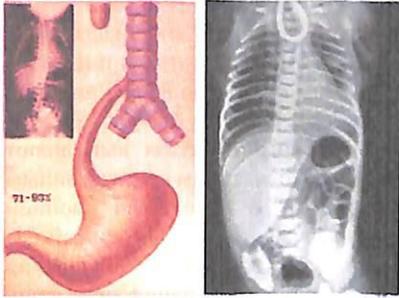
Зондирование пищевода под рентгеновским контролем
